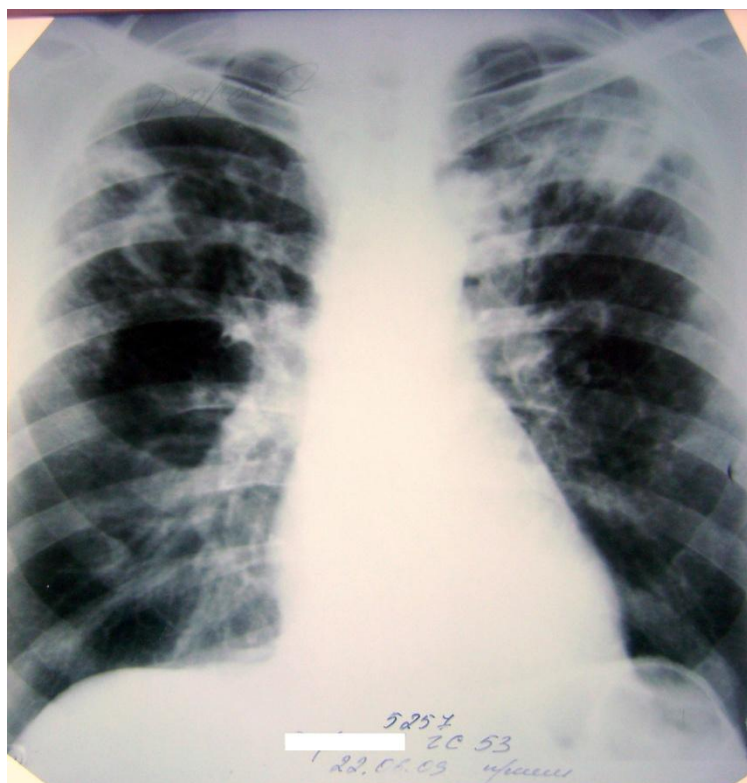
Обзорная рентгенограмма больного Д. при выявлении. В обоих легких множественные очаги диссеминации с полостями распада в S1,2 с обеих сторон.
